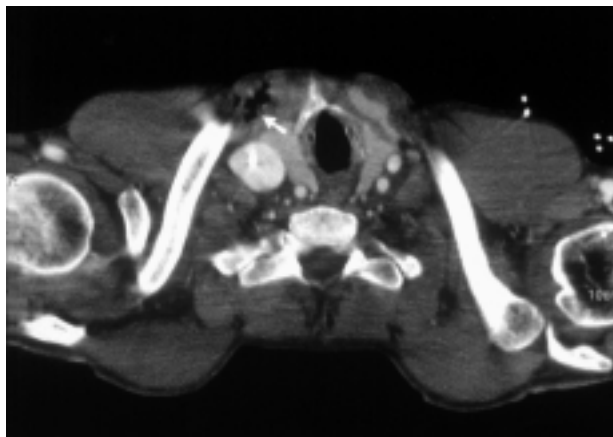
Tomografia computerizzata del torace: enfisema sottocutaneo in corrispondenza del collo (freccia).
